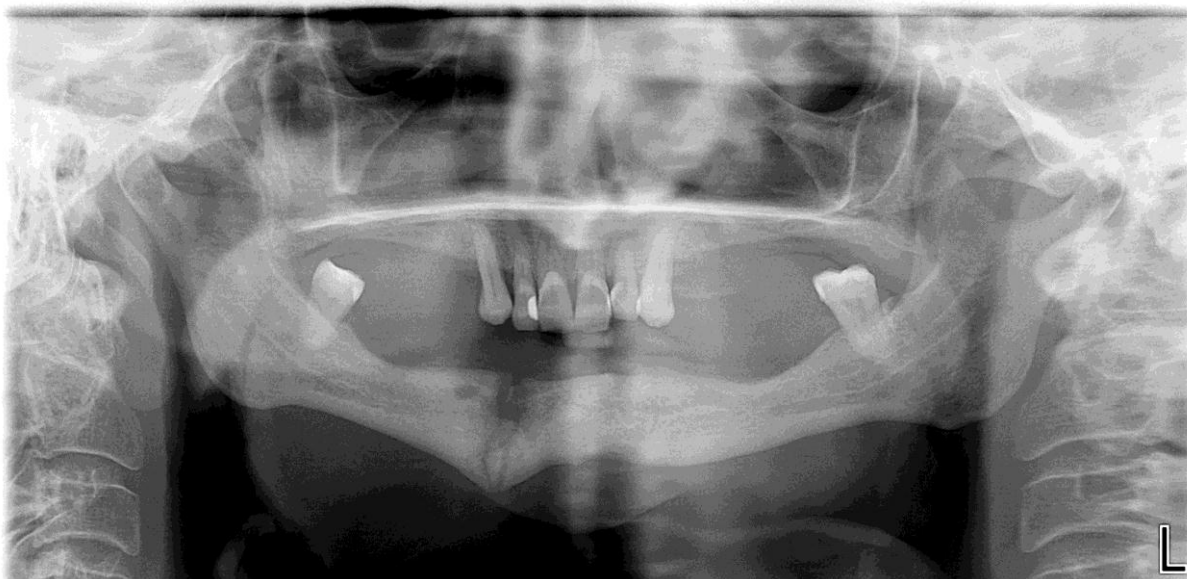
Ortopantomografia de controlo realizada a 05-06-2012
